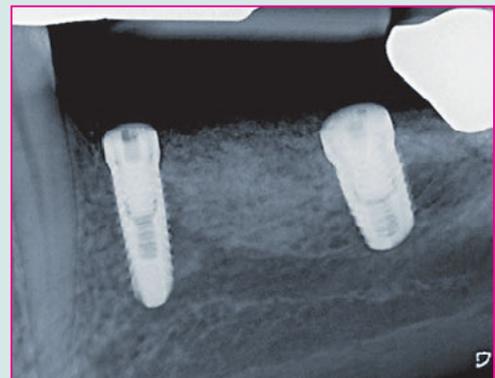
Die postoperative Röntgenkontrollaufnahme zeigt eine zufriedenstellende Positionierung einer rein manuell durchgeführten Implantation.
